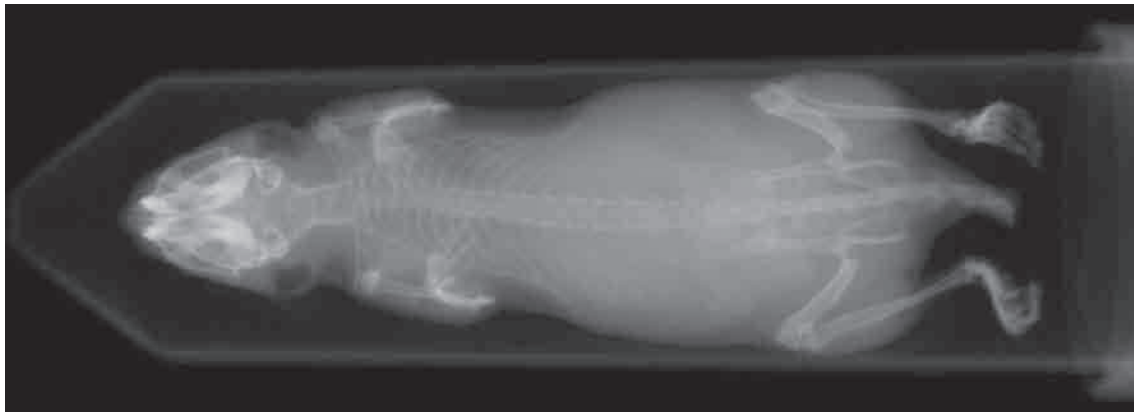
Exemple de vue de profil d'une acquisition réalisée sur le micro-CT Skyscan 1178
